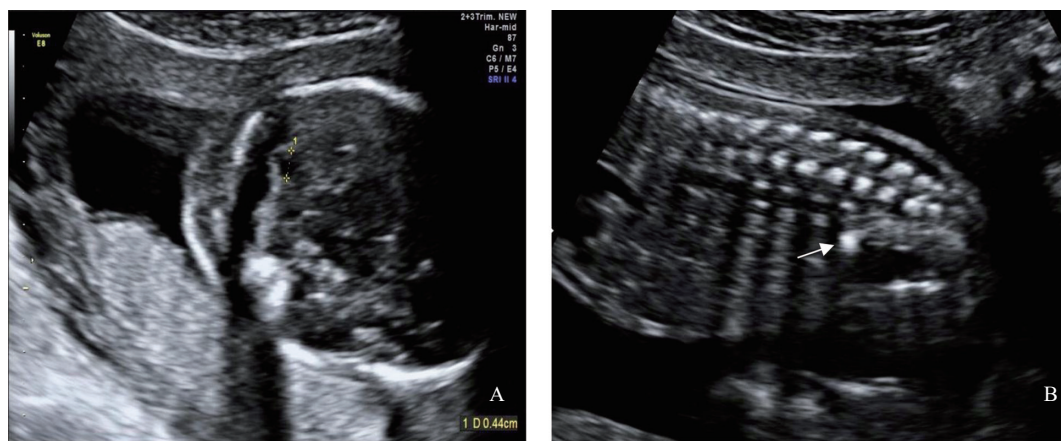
13-三体综合征胎儿 (胎儿孕周22.2周) 合并结构异常超声图像
